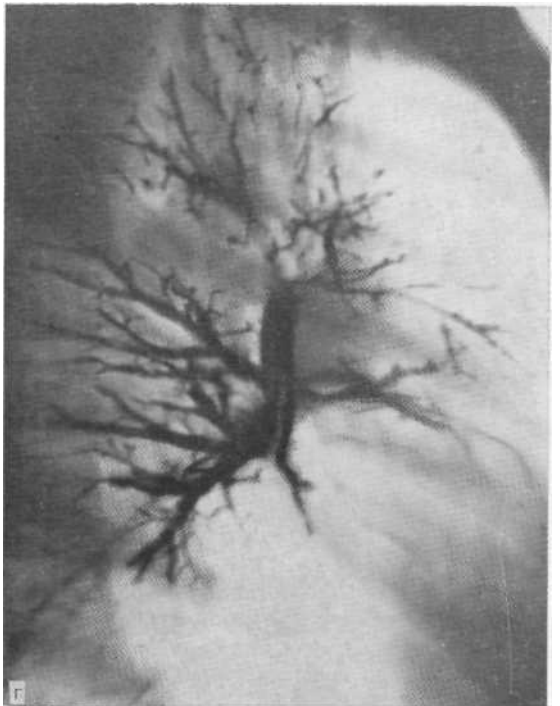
Обзорная рентгенограмма (а), томограмма в боковой (б) и бронхограммы в прямой (в) и боковой (г) проекциях. Гигантская воздушная киста в нижней доле правого легкого. Бронхи раздвинуты и оттеснены. Операция.
